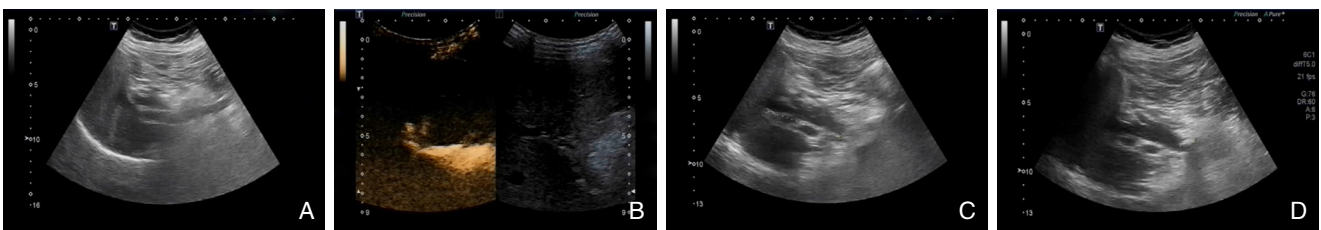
胆道超声造影 A: 常规超声检查肝胆脾胰等脏器并记录相关数据; B: 经T管或PTCD窦道扩张管注入配制好的声诺维约10 mL并观察胆总管显影状态; C-D: 着重观察由声诺维注入后显影的胆总管走行区域, 生理盐水进入后为阴性对照, 可寻找胆总管中强回声影
